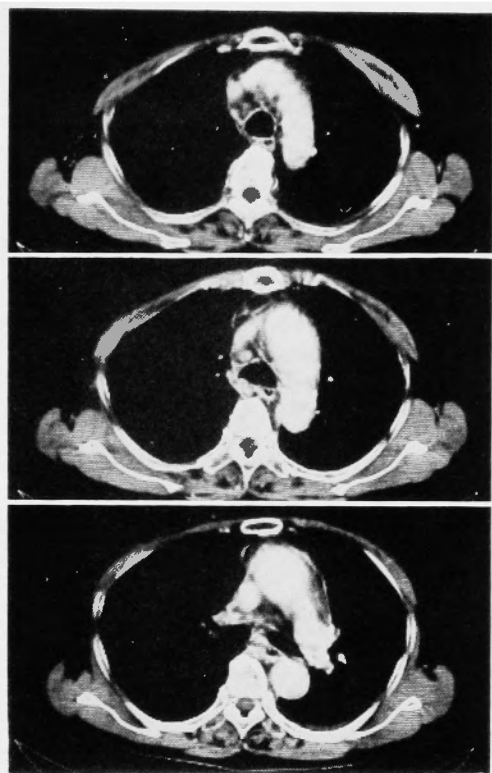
Normalized chest X-ray and CT on discharge.
